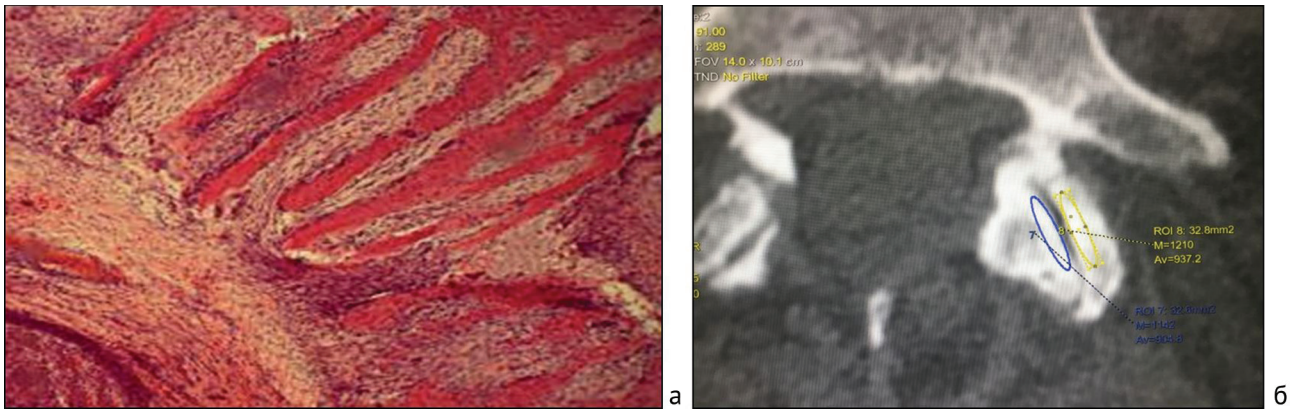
Морфологическая и рентгенологическая картина фасеточных суставов в зоне поражения – группа Pfirrmann V: а – неполноценные хрящевые зоны и глубокие патологические костные разрастания. Окраска гематоксилином и эозином.  $\times 180$ ; б – аксиальная проекция ПДС в зоне поражения (МСКТ в двухэнергетическом режиме)
